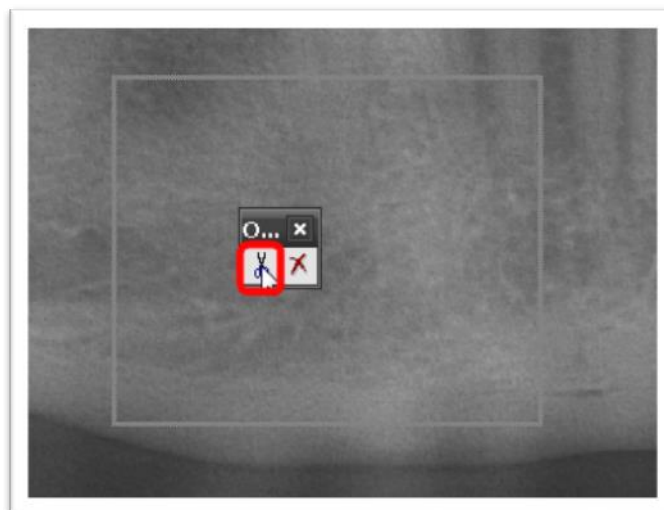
Обрізка фрагменту ортопантомограми.
